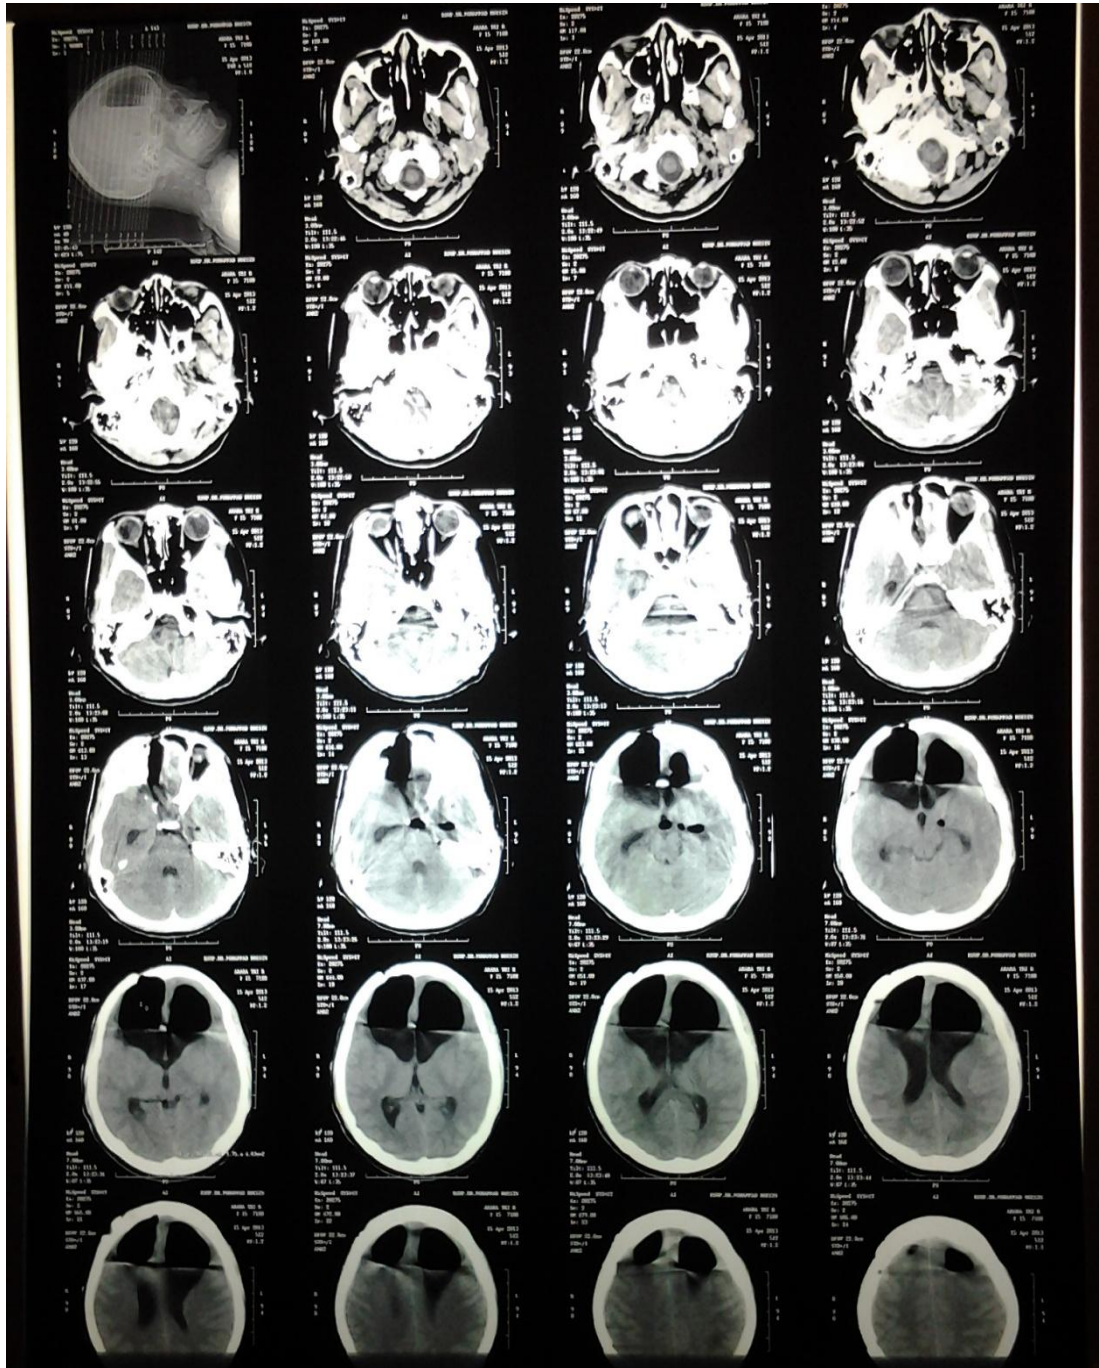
Hasil CT Scan kepala 19 Pebruari 2013 (post kraniotomi), sebelum mengalami perubahan perilaku.
